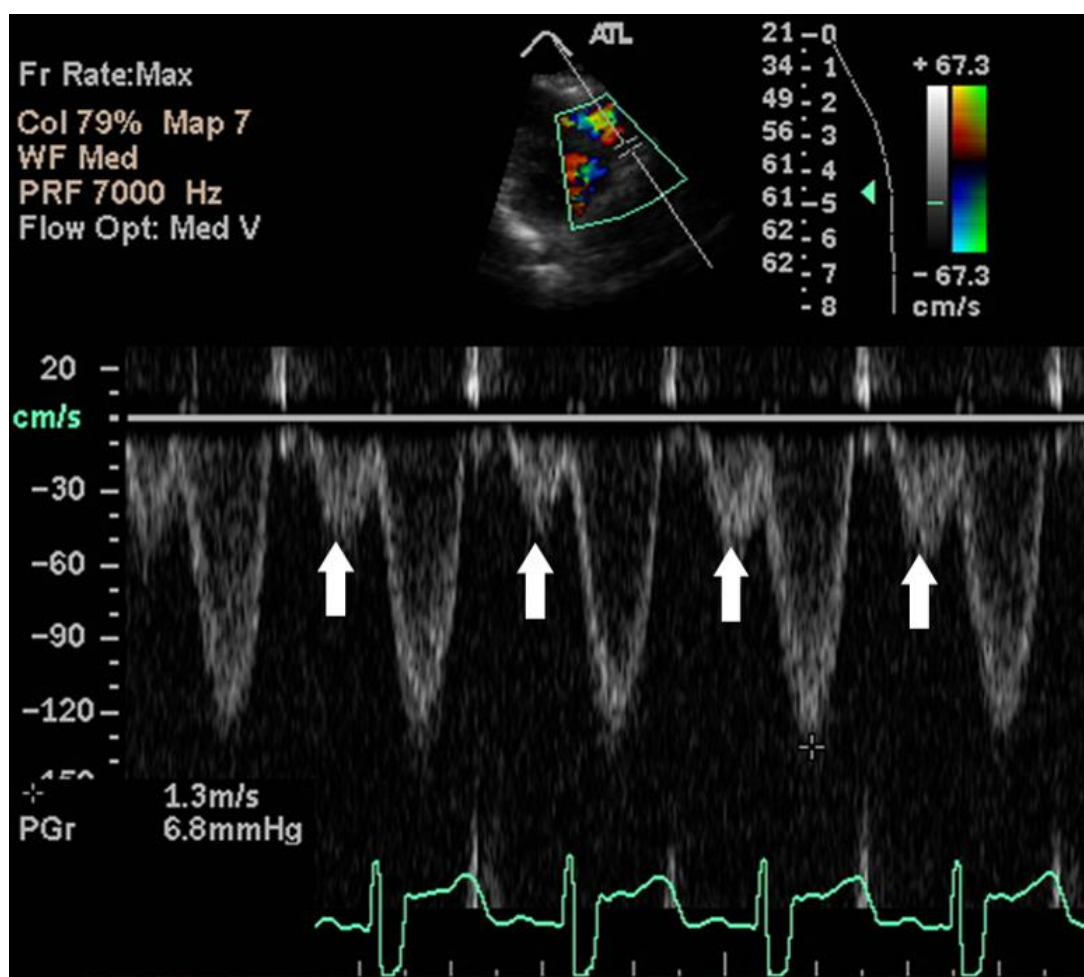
Doppler pulsátil demonstrando o fluxo anterógrado diastólico pulmonar coincidente com a onda de contração atrial no tronco pulmonar
